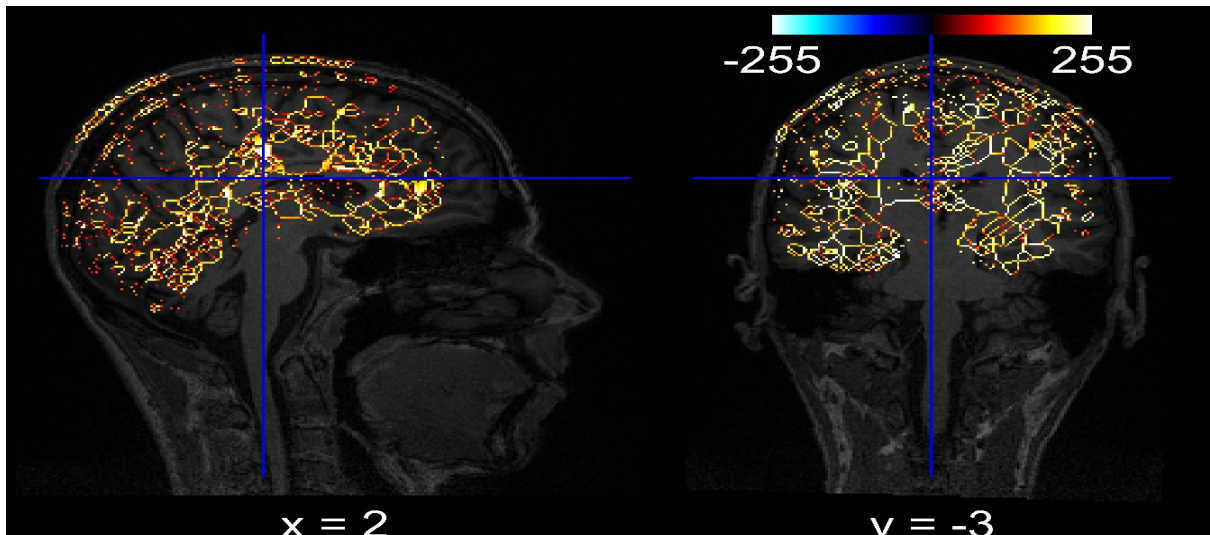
Traectele si eferentele suprapuse pe o imagine RMN
